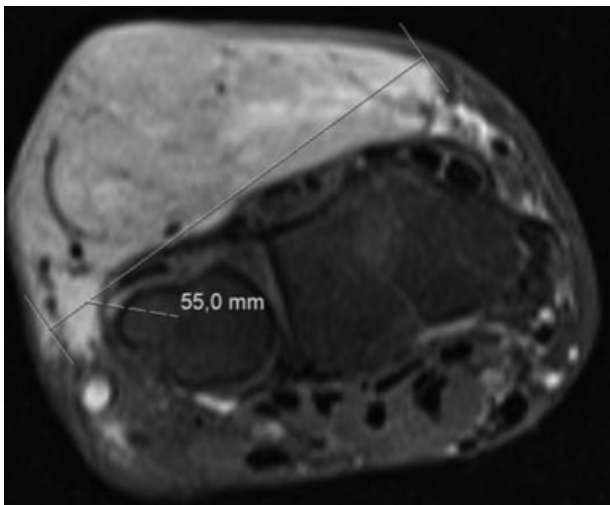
Vista axial de TC de la muñeca izquierda.
